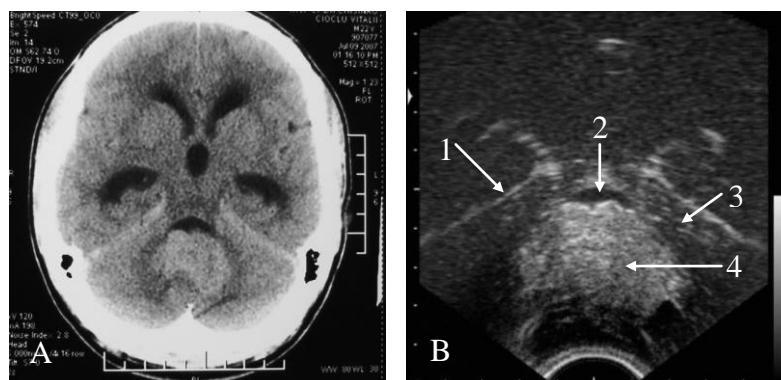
Meduloblastom de vermis cerebelos. A - CT nativă; B - USIO în plan axial: 1 - tentoriu, 2 - cavitatea ventriculului IV, 3 - cerebel, 4 - tumoare.
